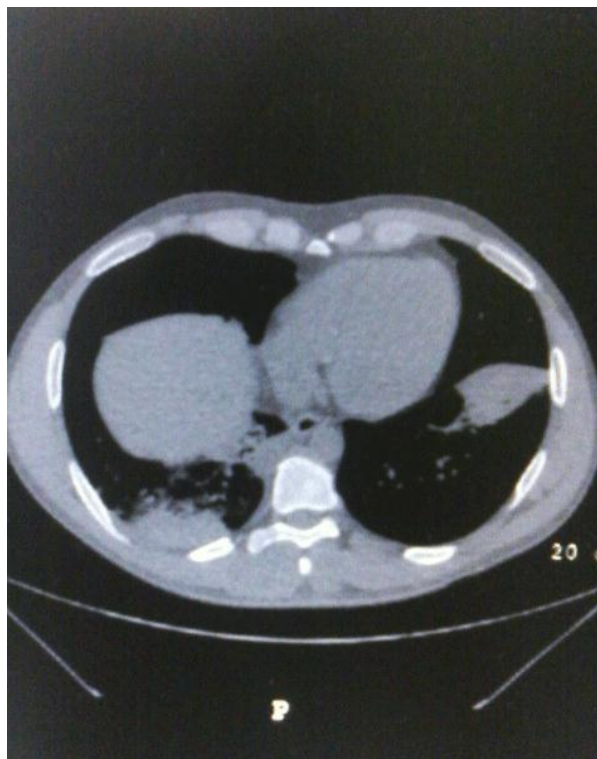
Corte axial de TAC de tórax, ventana de mediastino
